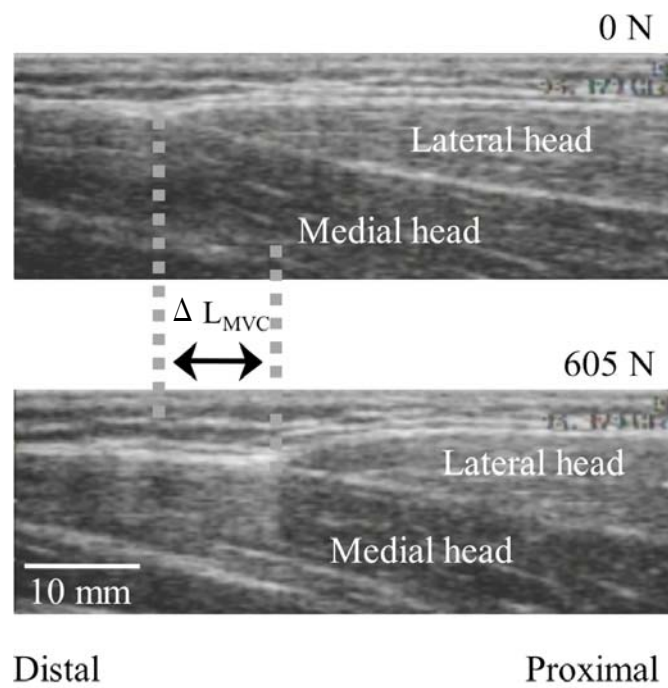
上腕三頭筋外側頭の筋腱移行部(MTJ)における超音波画像(被検者2)
